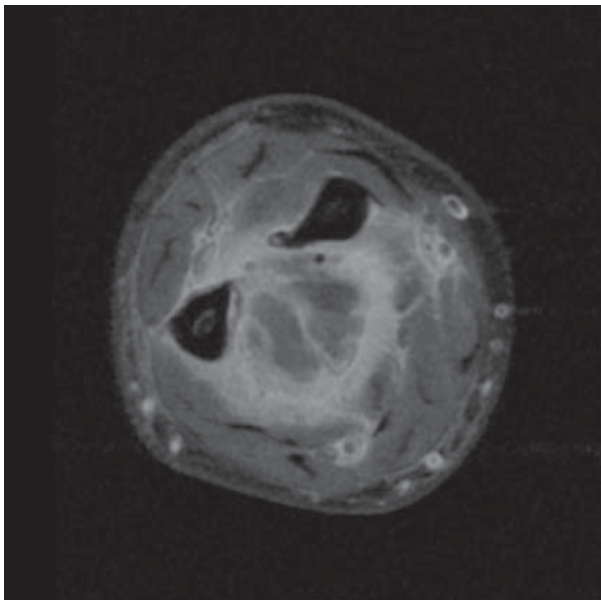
MR image of the forearm. The photograph taken in the transversal plane, in a sequence with fat saturation (PD FAT SAT). A distinct local detachment of ulnar bone periosteum is visible
